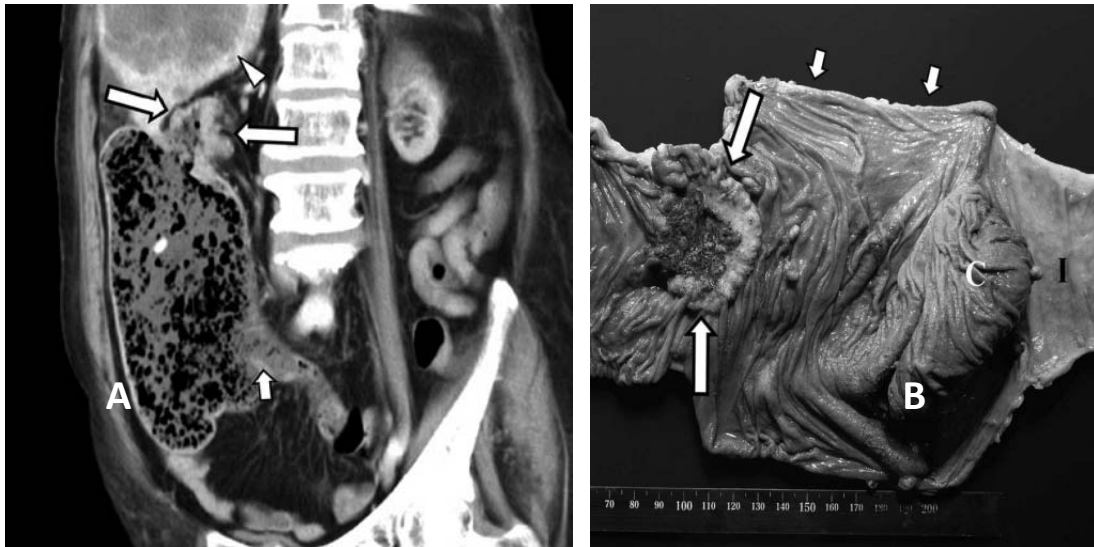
adénocarcinome obstructif du côlon ascendant chez une patiente de 75 ans. A : TDM abdominale, reconstruction coronale montrant une masse obstructive au niveau de la partie distale du côlon ascendant (flèches longues) avec dilatation marquée du segment colique d'amont. Il n'y a pas de dilatation du grêle car la valve iléocœcale est compétente (flèche courte). B : photo montrant le spécimen de résection de l'hémi-colectomie droite que la patiente a subi deux jours après la réalisation de la TDM. La masse obstructive est indiquée par les flèches longues. Les flèches courtes indiquent le segment dilaté en amont de la masse. C= caecum, I= iléon terminal [191].
